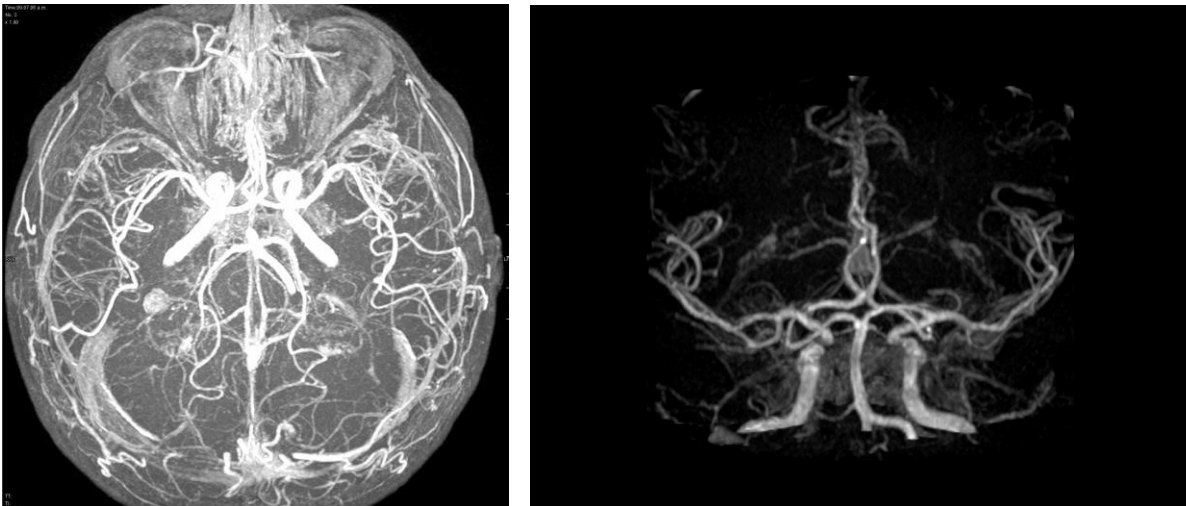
Angiorresonancia (control 6 años): contornos irregulares de las arterias tanto de la circulación anterior y posterior
